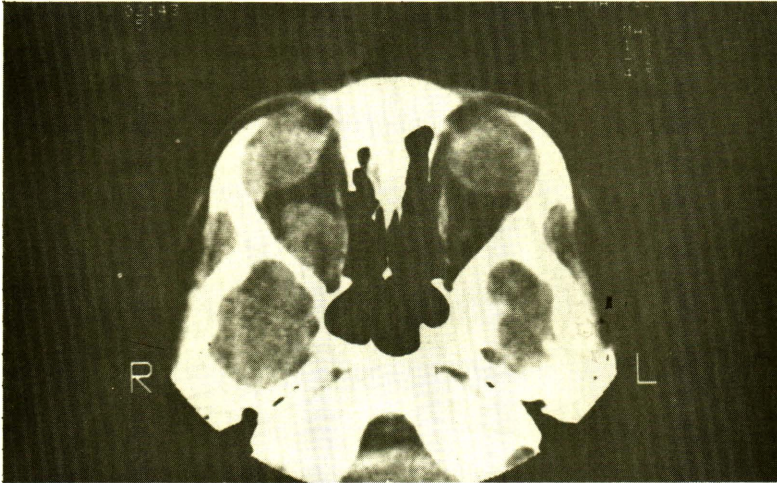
Optic glioma. A 9 year-old male with one year history of blindness and painless exophthalmos of the right eye. Axial CT scan demonstrated non-enhanced well circumscribed fusiform enlargement of the right optic nerve posteriorly. Expansion of orbital apex and enlarged optic canal were seen in another cut.
